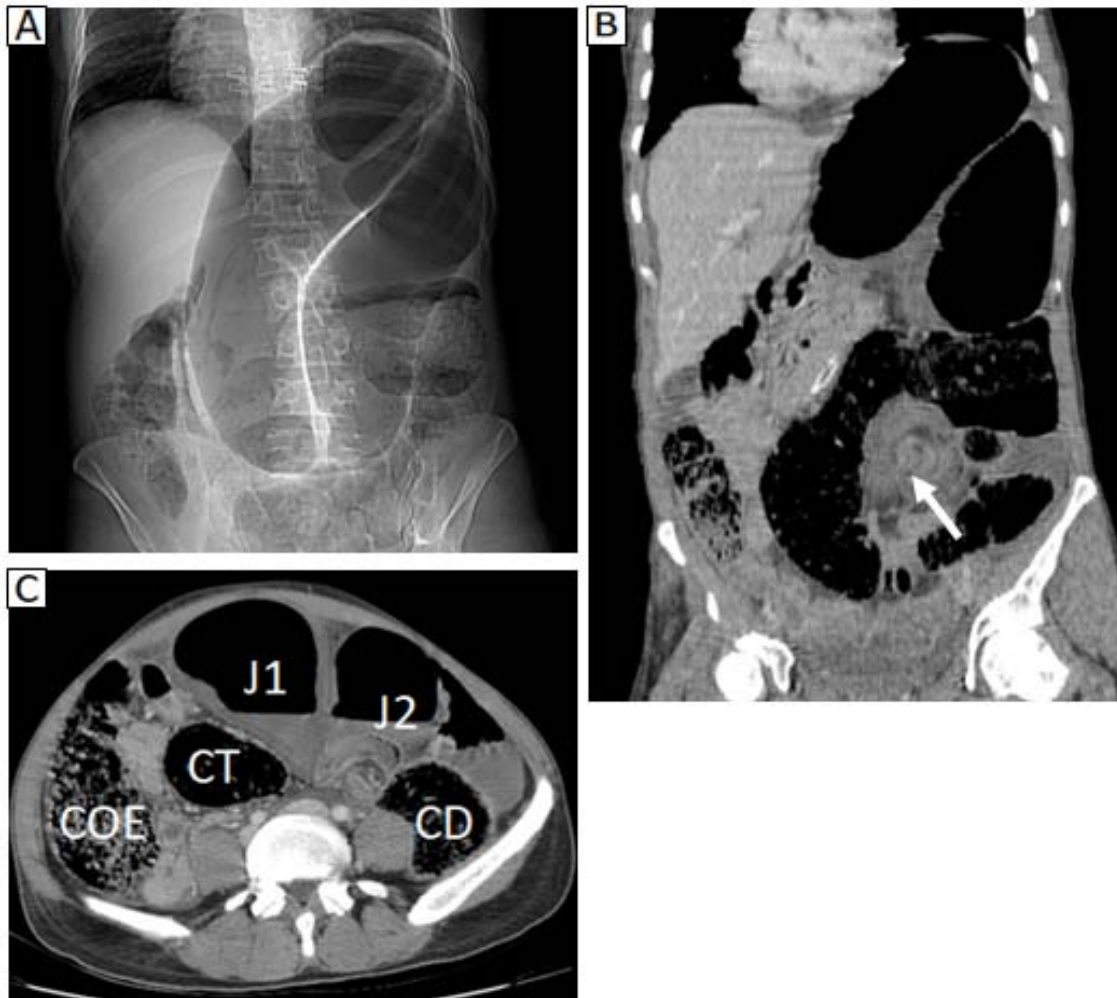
Le topogramme de face (A) montre un aspect distendu du colon sigmoïde, donnant un aspect en grain de café ou en "U" inversé, en rapport avec un volvulus du sigmoïde méésentérico-axial attesté par la distension double du jambage sigmoïdien (J1 et J2), la distension du colon d'amont (descendant CD, et transverse CT et ascendant).
